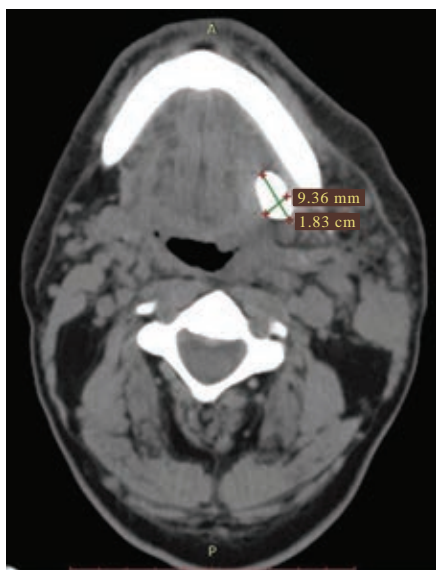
Tomografía computarizada en un corte axial donde se observa lesión hiperdensa con respecto a tejido adyacente, correspondiente a sialolito de conducto de glándula submandibular.
